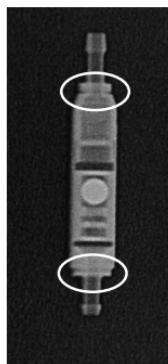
Radiografia della paedigAV (9/24 cmH₂O)
